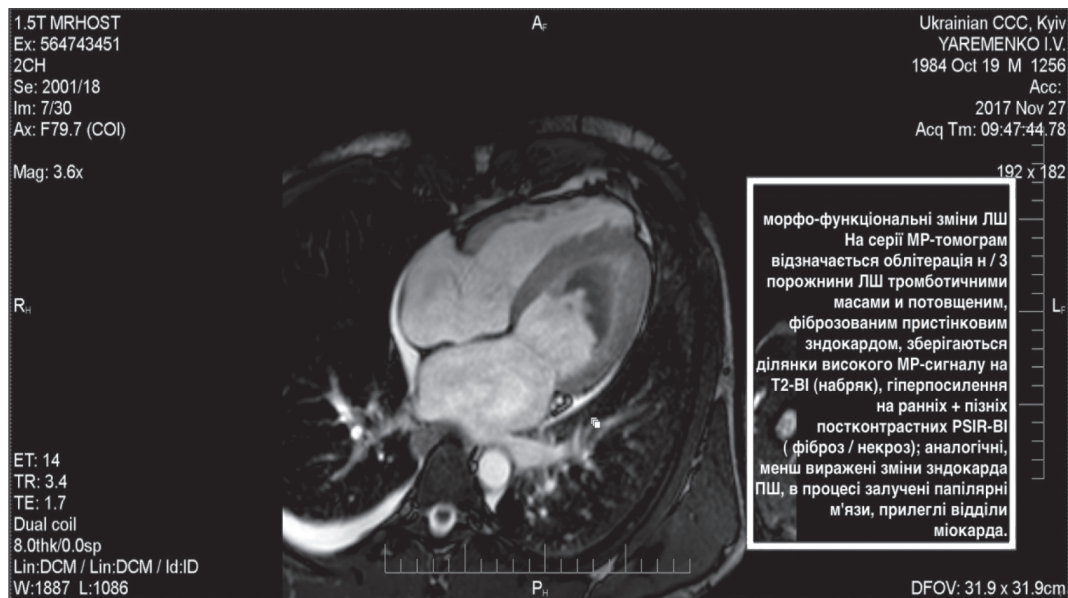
МРТ серця в перші дні госпіталізації
